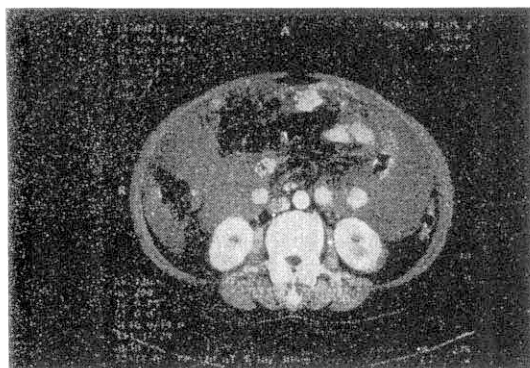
A section from the abdominal CT shows omental caking and ascites. No enhancement or thickening of the abdominal parietal peritoneum is seen.
